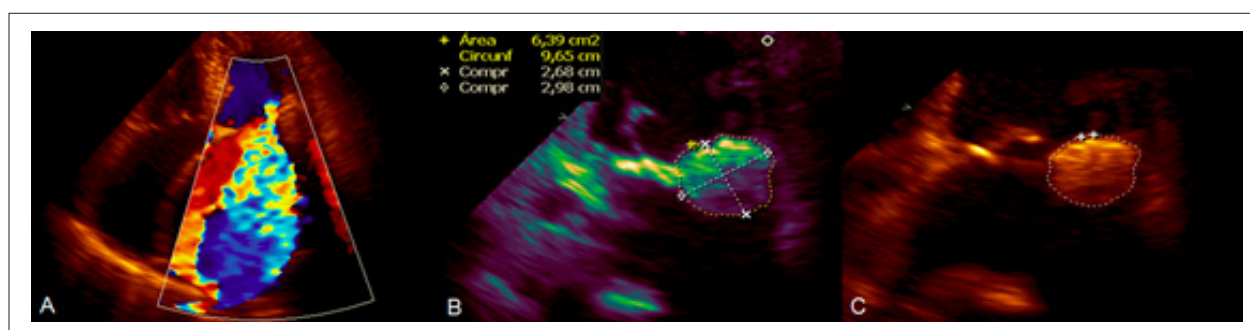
Ecocardiografia transtorácica: A: Insuficiência mitral severa; B: Medidas da massa hiperecogênica; C: massa hiperecogênica, não móvel, de superfície levemente irregular, com uma região hipocóica no seu interior, comprometendo a base do folheto posterior e o anel mitral.
